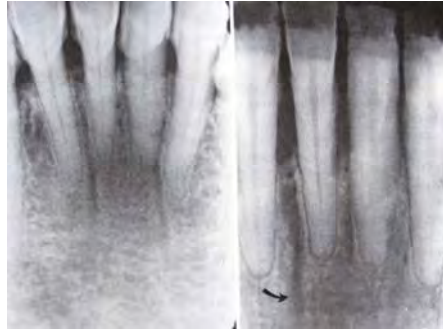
Radiografía periapical¹
